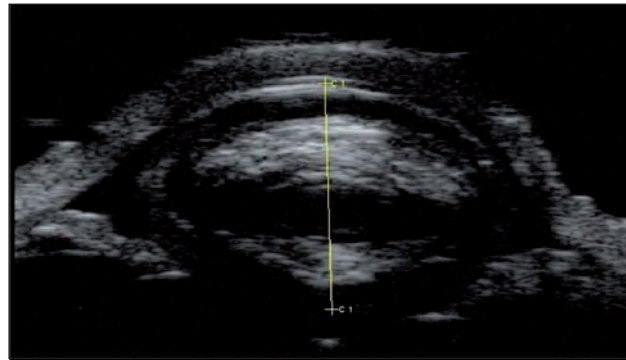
Coupe échographique de très haute fréquence de segment antérieur montrant une luxation antérieure d'une cataracte dense dans un contexte traumatique (image du Dr P. Pégourié).
